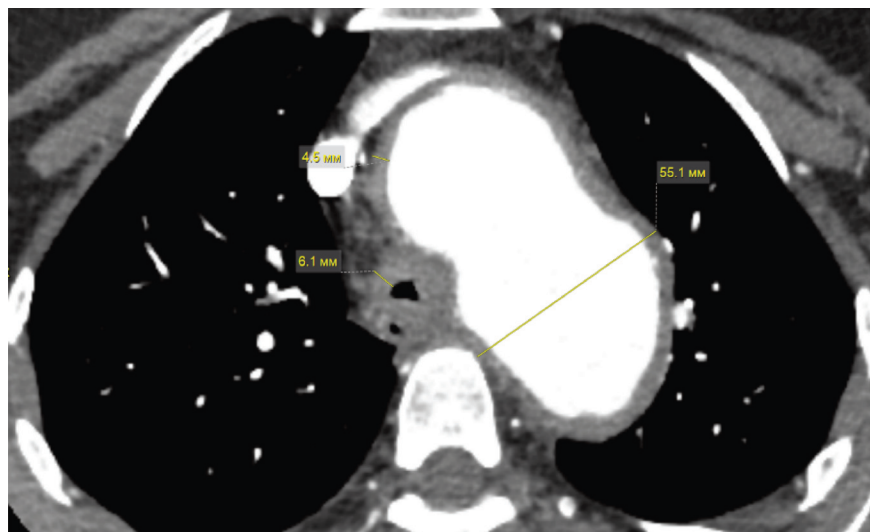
Аневризматическое расширение аорты с циркулярным утолщением ее стенки, утолщение стенок трахеи (данные компьютерно-томографической ангиографии)
